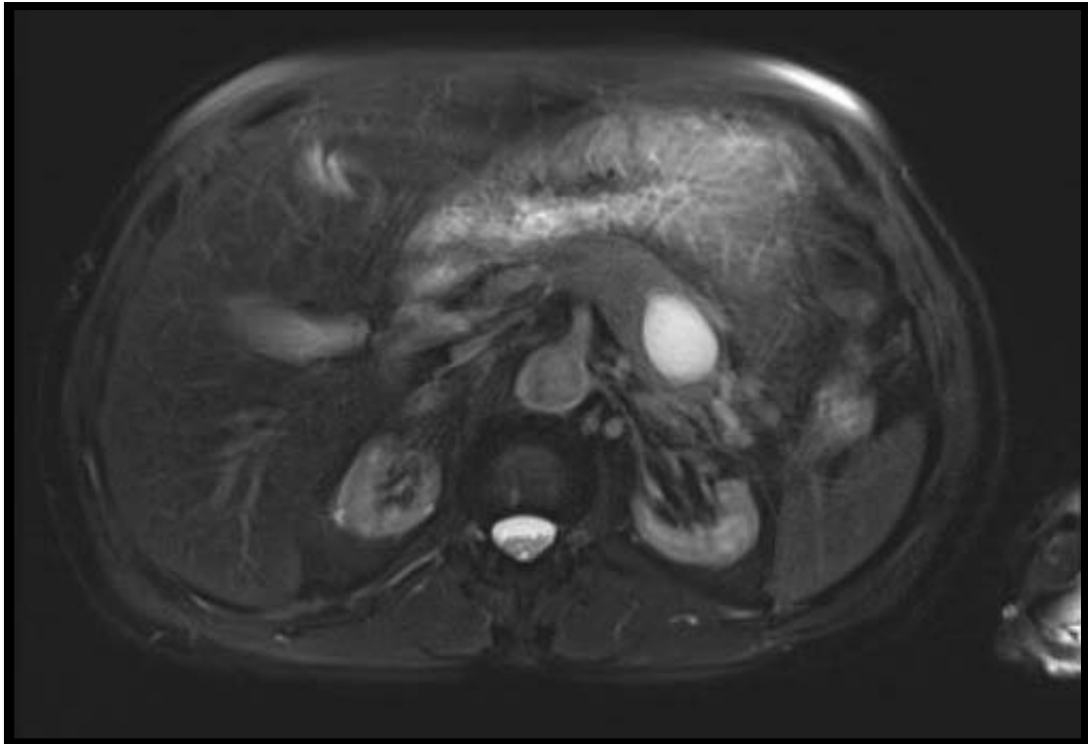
IRM pancréatique objectivant une formation kystique de la queue du pancréas associée à une dilatation du canal de Wirsung et des canaux secondaires en faveur d'une TIPMP (Service de Radiologie du CHU Mohammed VI de Marrakech)
